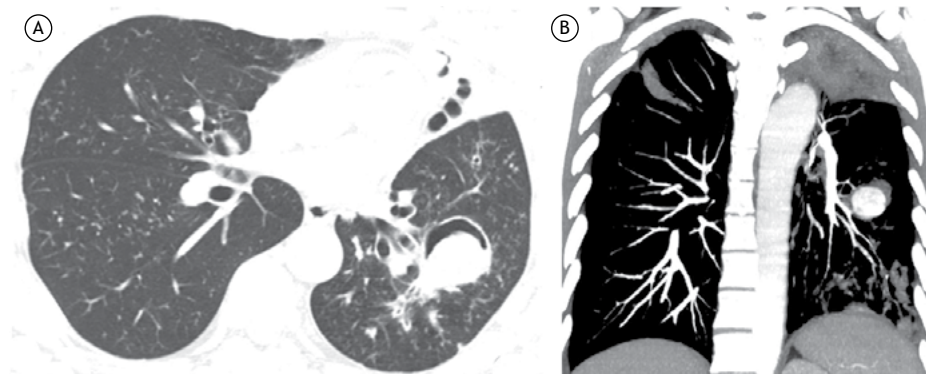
Em A, corte axial de TC em janela de pulmão mostrando nódulo dentro de uma cavidade, com ar interposto entre o nódulo e a parede da cavidade (sinal do crescente aéreo), localizado no lobo inferior esquerdo. Mudanças de decúbito (não mostradas) não evidenciaram mobilidade do nódulo. Em B, reconstrução coronal mostrando intensa impregnação do nódulo intracavitário após injeção de meio de contraste. Notar também pequenos nódulos em ambos os pulmões e consolidação heterogênea na língua, compatíveis com tuberculose.
